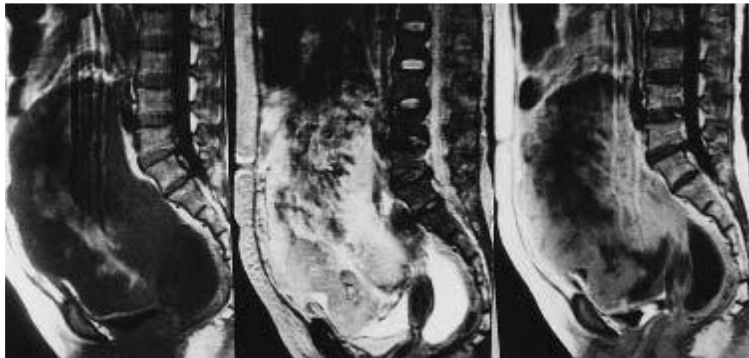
Imágenes de RM del leiomiosarcoma en el que el nivel de LDH sérica era de 1083 UI/l. A) T1; B) T2; C) T1 realizado con gadolinio a los 60 s de la inyección intravenosa. En las imágenes ponderadas en T1 y T2, la lesión de alta intensidad correspondía a una hemorragia subaguda con necrosis (A,B). Las lesiones de necrosis celular tumoral coagulativa, se representaron como lesiones de baja intensidad sin realce de contraste en las imágenes dinámicas ponderadas en T1 y lesiones de intensidad intermedia en las imágenes ponderadas en T2, y sin realce de contraste en la RMN dinámica.⁵¹
